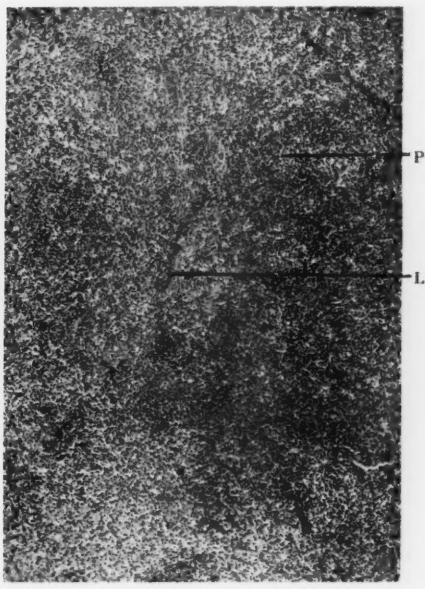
Mikrophotographie eines Punktes in der Autohistoradiographie der Milz.
